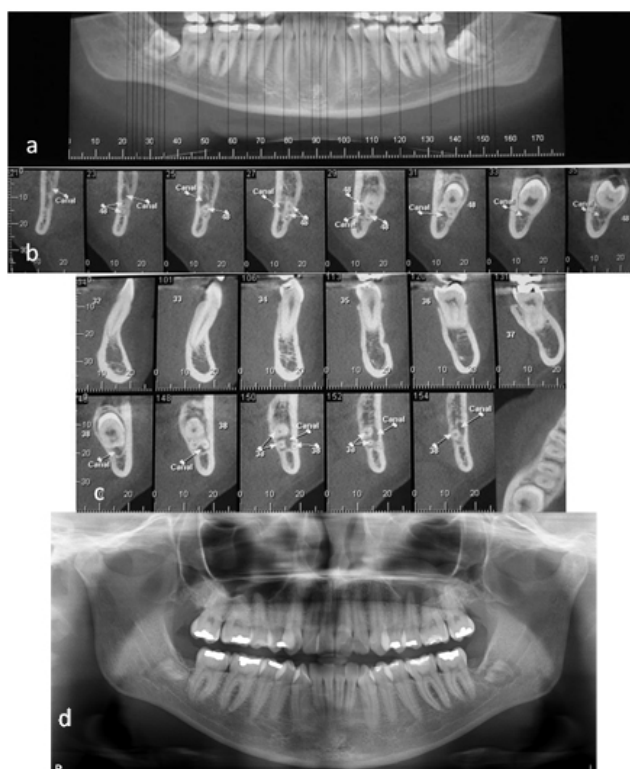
a. Tomografia computadorizada inicial. b. Tomografia computadorizada inicial (lado direito). c. Tomografia computadorizada inicial (lado esquerdo). d. Radiografia panorâmica, acompanhamento 24 meses (lado direito) e 12 meses (lado esquerdo).
